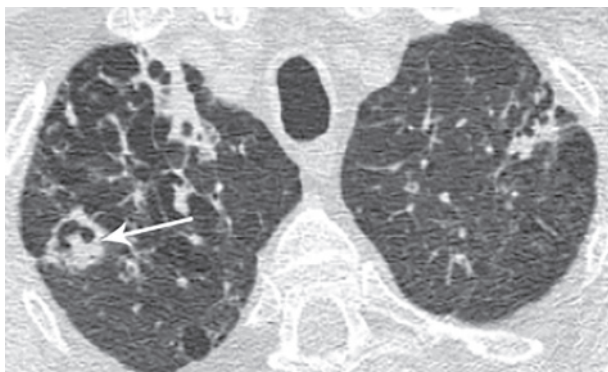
КТ больного К.: участки уплотнения паренхимы с полостными образованиями, формирующаяся аспергиллома (стрелка).
